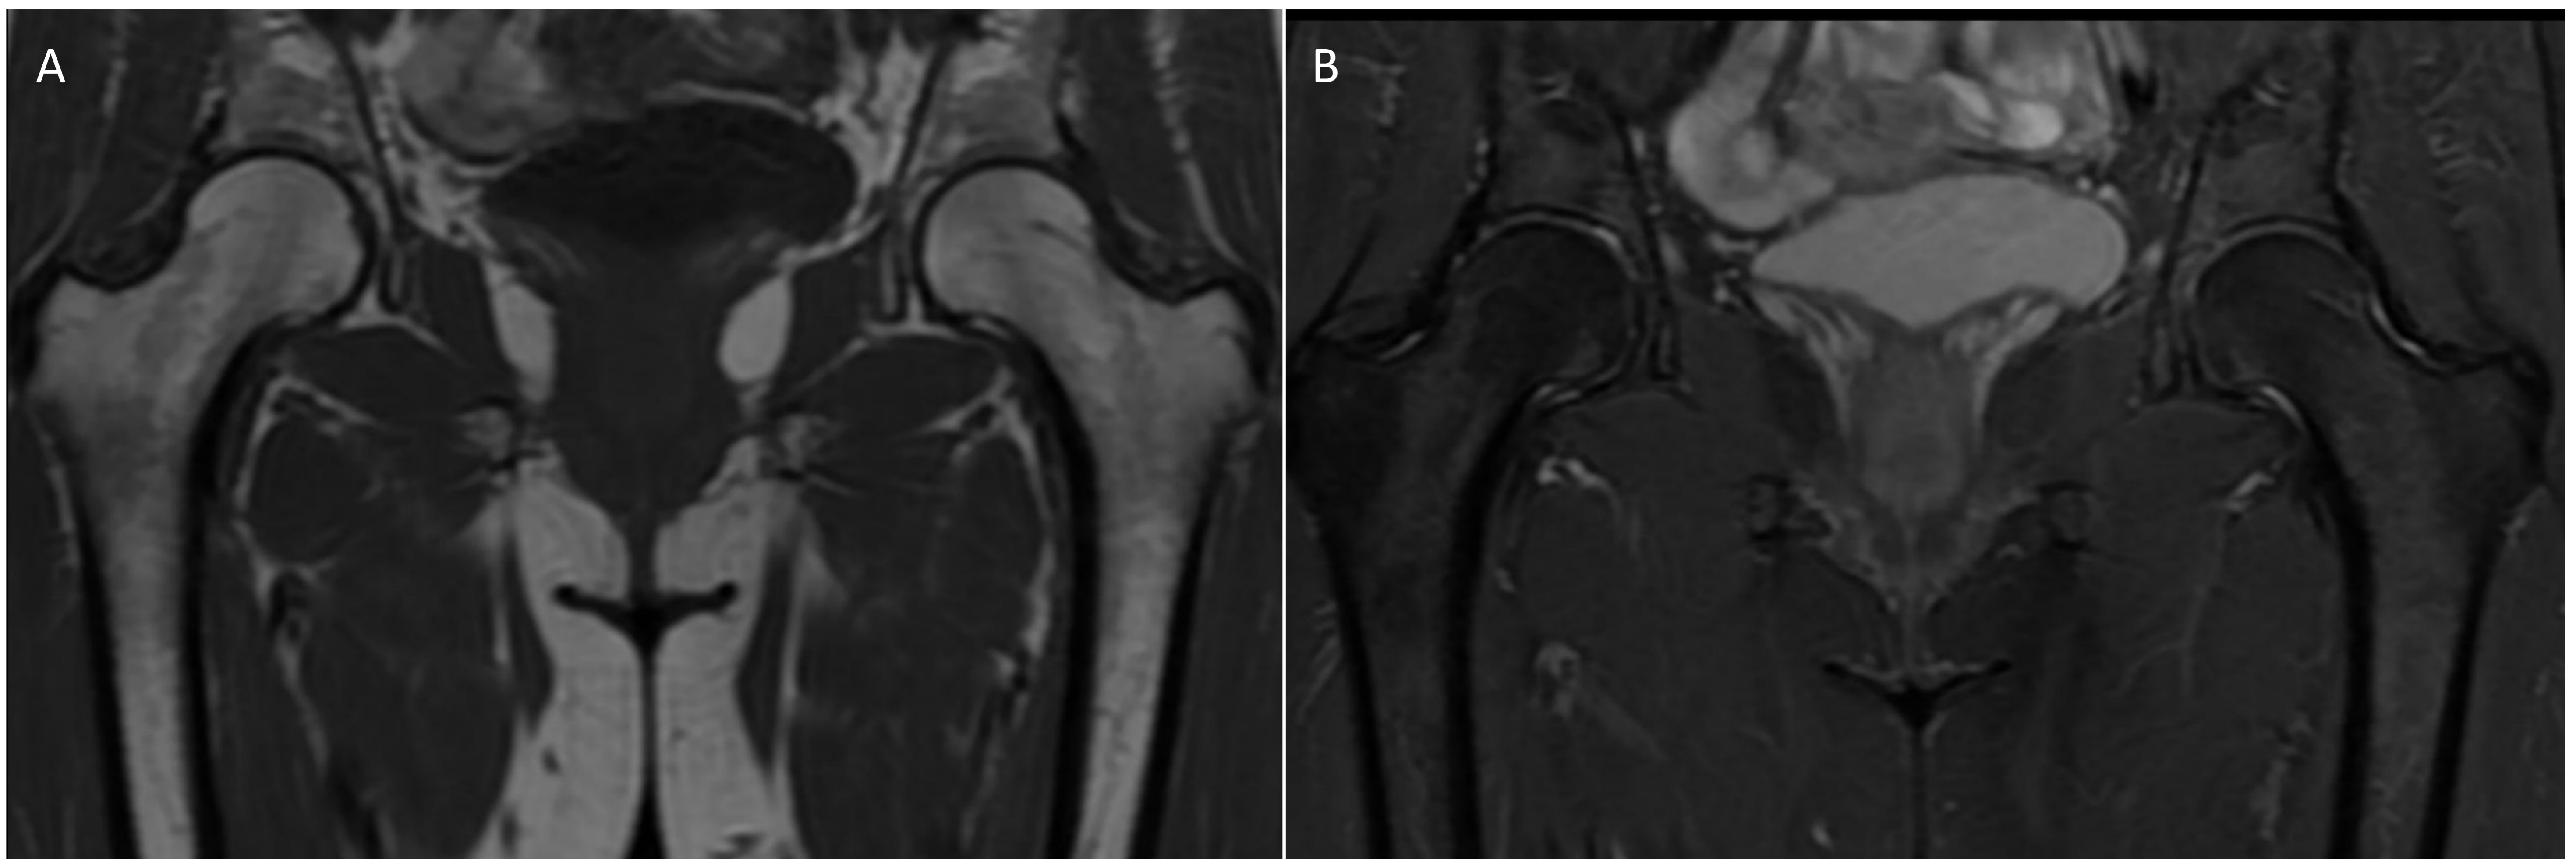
RM secuencia coronal potenciada en T1 (A) y densidad protónica (DP) con saturación de la grasa (B). Estudio de control realizado al mismo paciente 10 meses del inicio de los síntomas en el que se evidencia una resolución radiológica completa del cuadro.
